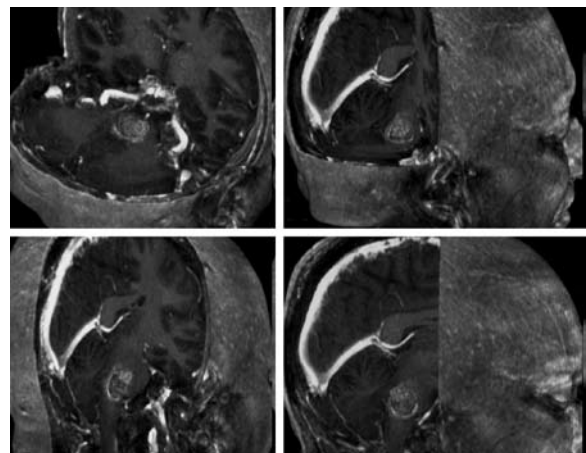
Caso 2: Imagens da RM com reconstrução tridimensional do tronco encefálico contendo a lesão e o hematoma. Nota-se a situação lateral da lesão.
